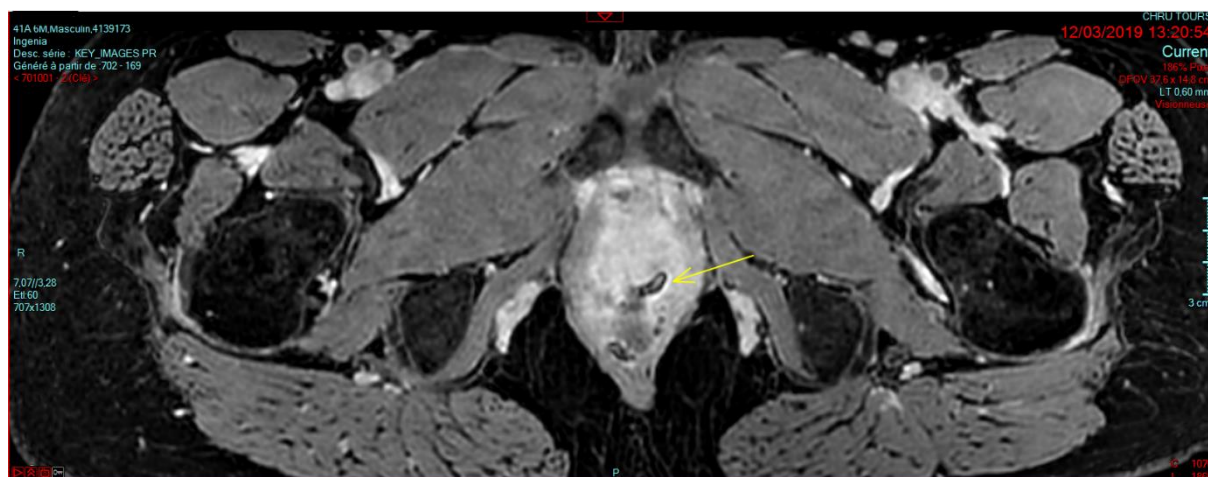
Image IRM d'une FUR en coupe axiale
